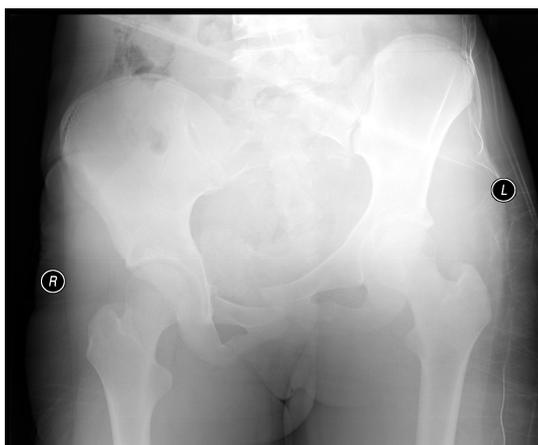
Radiografía Pélvica del caso clínico 4.
